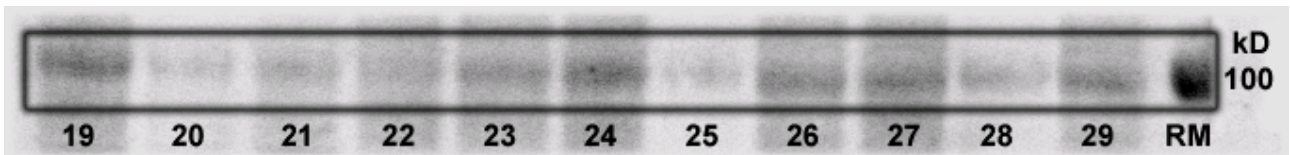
Ausschnitt des mit Hexokinase-1-Antikörper inkubierten Blot vom 21.04.97 in Höhe von ca. 100 kD (Proben 19 bis 29; RM=Regenbogenmarker).
